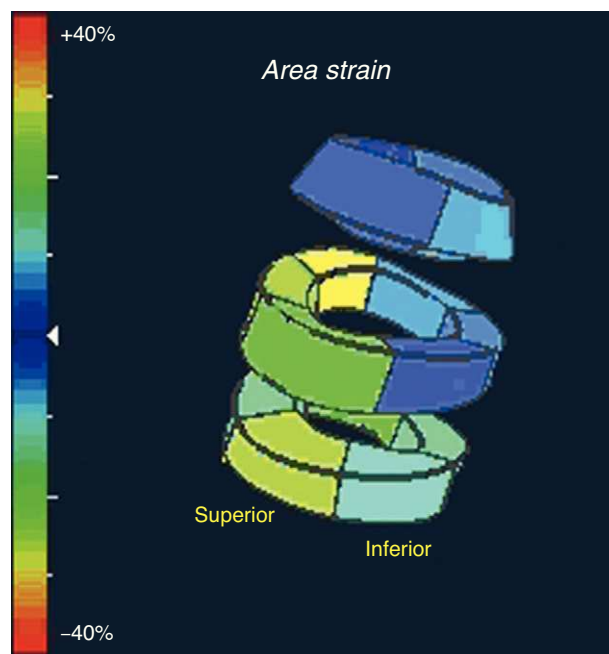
Imagen paramétrica del parámetro *area strain* de un sujeto sano, obtenida mediante ecocardiografía tridimensional. Esta figura se muestra a todo color solo en la versión electrónica del artículo.
